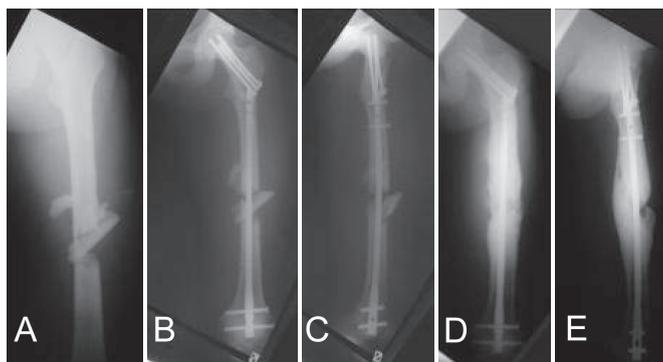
Paciente portador de fratura do colo e diáfise femoral tratado com DFN e parafusos canulados. A) Radiografia pré-operatória; B,C) Radiografias no pós-operatório imediato em AP e perfil; D,E) 1 ano e 2 meses de pós-operatório, radiografias em AP e perfil;
